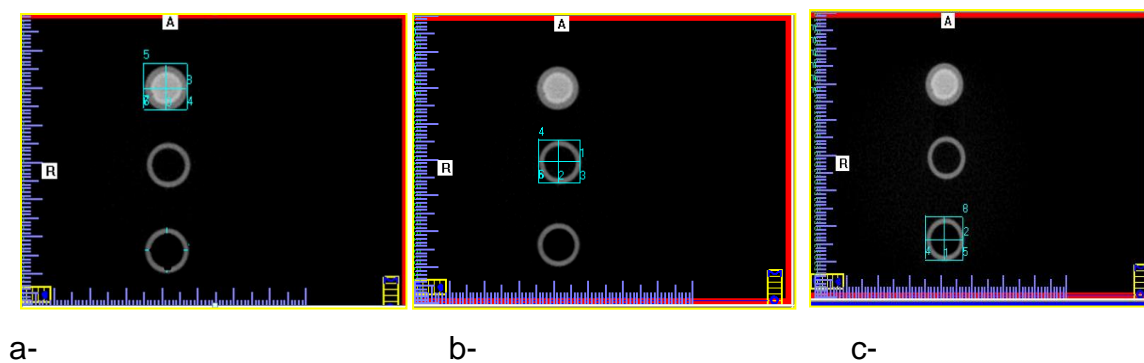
Imagens por tomografia computadorizada de feixe cônico mostrando o traçado do quadrado ao redor dos cilindros contendo gesso odontológico (a), água destilada (b) e óleo (c).
